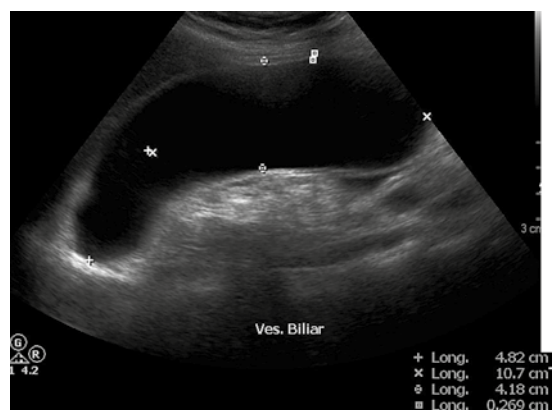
Ultrasonido en modo B: incremento en el tamaño de la vesícula biliar, paredes regulares y líquido libre perivesicular.
